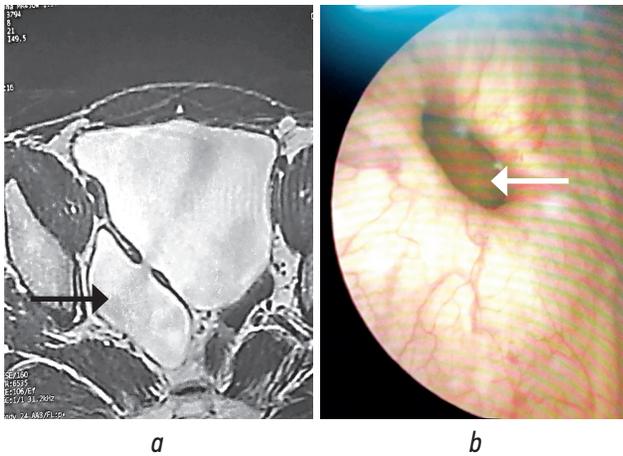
Результаты обследования пациента И., 37 лет: *a* — магнитно-резонансная томография, стрелкой указан дивертикул мочевого пузыря; *b* — цистоскопия, стрелкой указана шейка дивертикула мочевого пузыря
